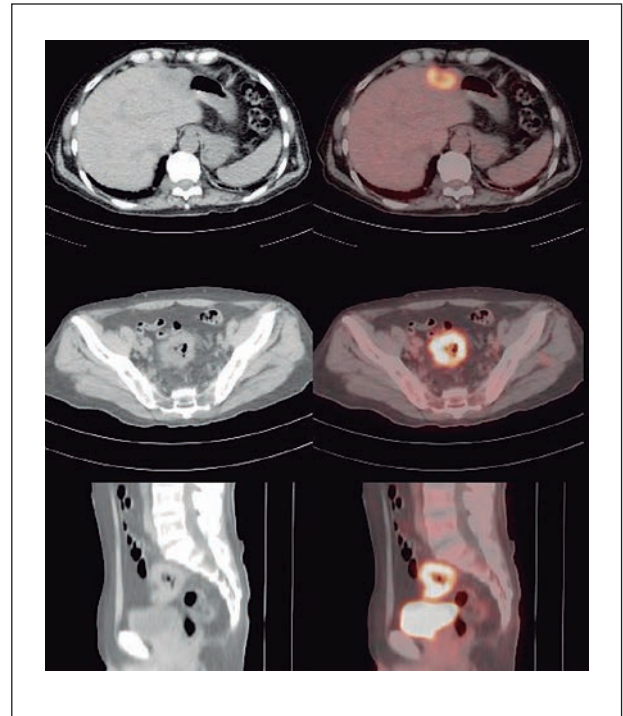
Imagen de PET/CT en donde se demuestra la lesión primaria en colon Sigmoides y la lesión secundaria hepática.
